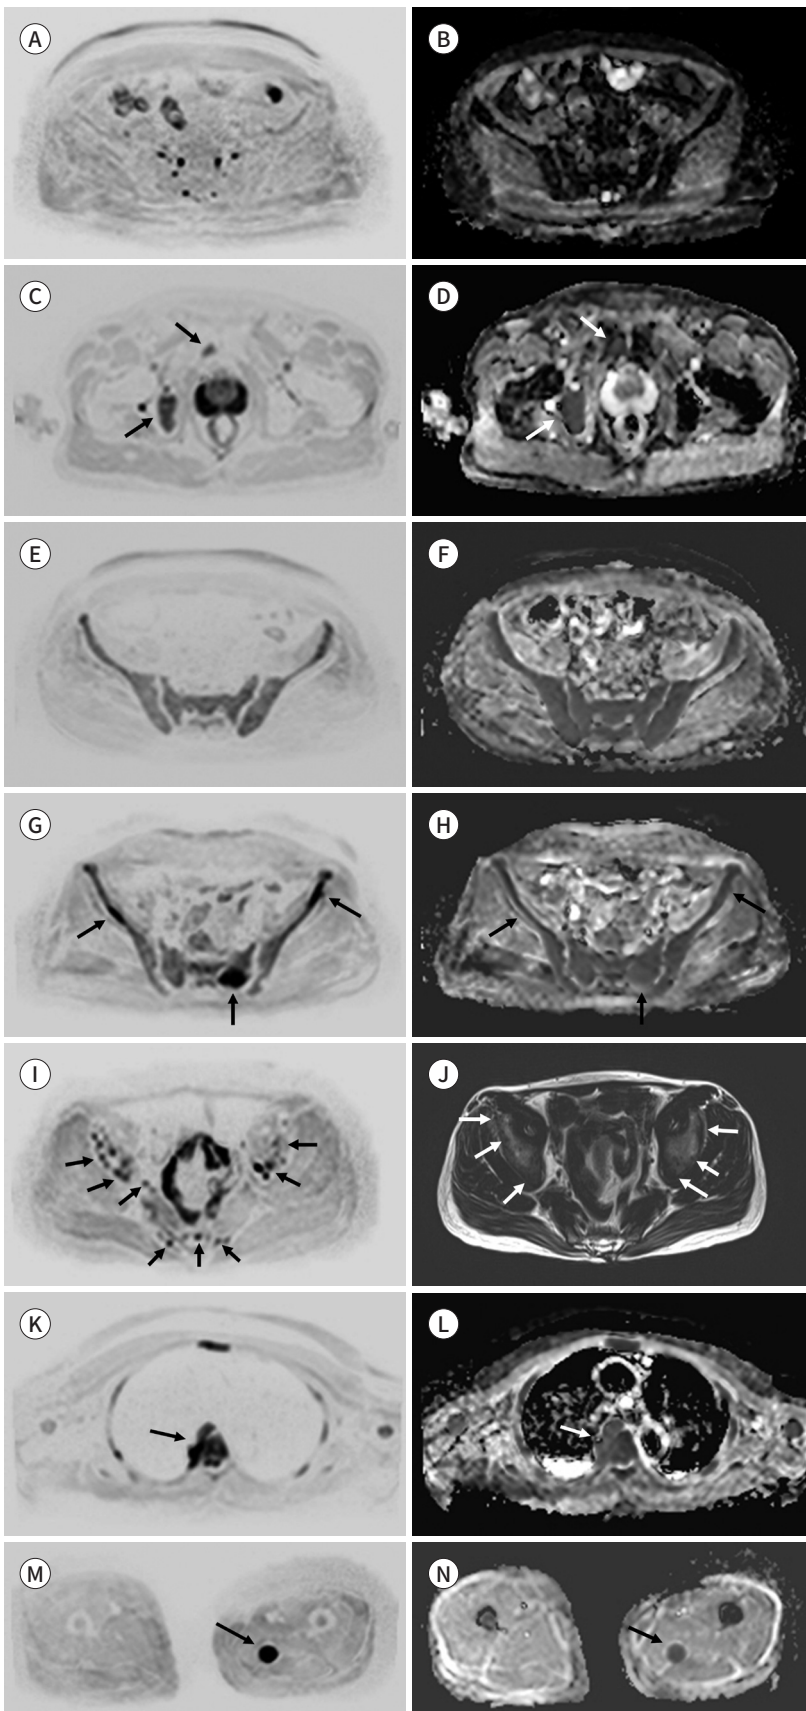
Patterns of multiple myeloma. A-H. Axial inverted DWI (b-value = 900 s mm²) (A, C, E, G, I). Corresponding to the ADC maps (B, D, F, H).
